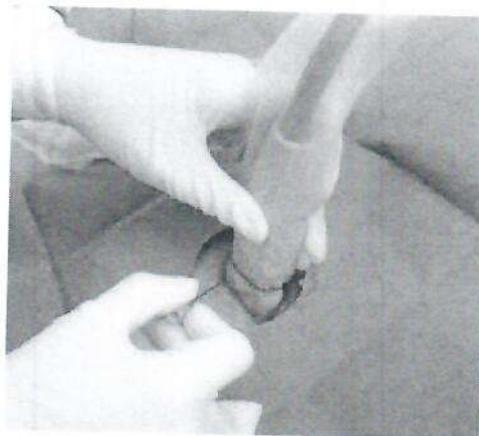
Canalización vascular con transductor lineal de ecografía.
